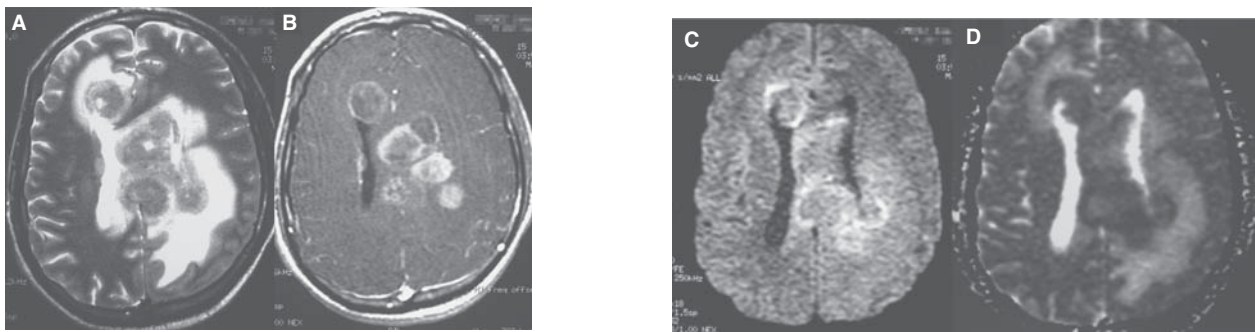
Linfoma del SNC en paciente con VIH. A) RM eco de espín con información T2. B) RM eco de espín con información T1 con gadolinio. C) Secuencia de difusión. D) Mapa de ADC. Lesión expansiva con compromiso del cuerpo calloso, núcleos grises de la base y región frontal subcortical izquierda. Nótese la baja señal en T2, realce con el medio de contraste, de alta señal en difusión con baja señal por restricción en el mapa de ADC.
